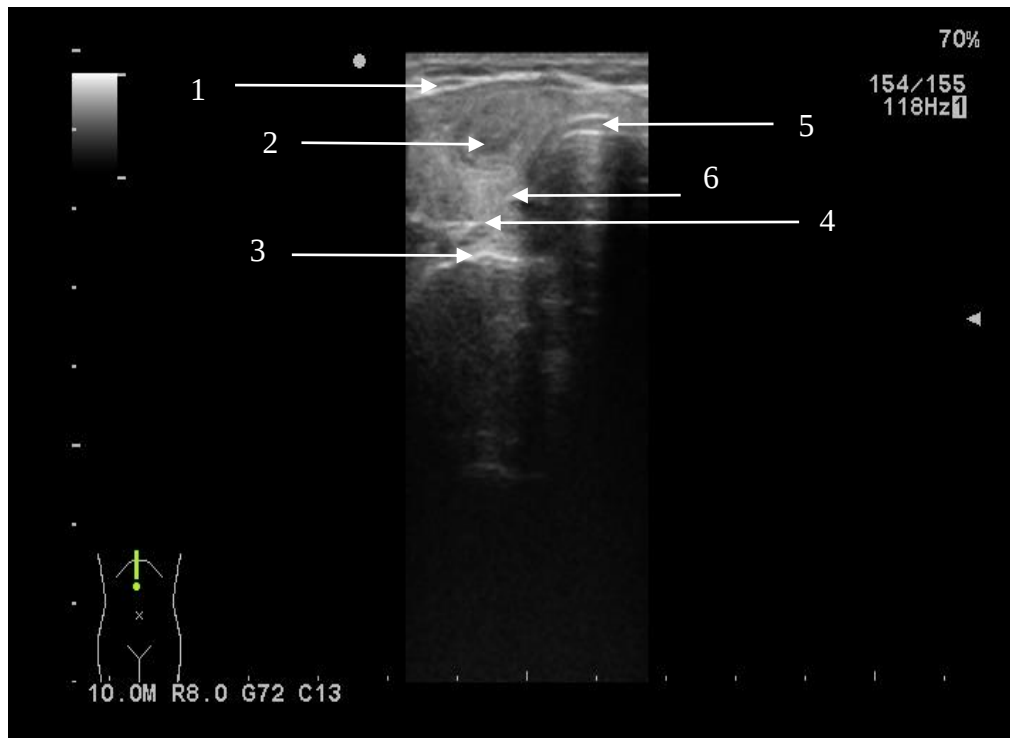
Ecografie transversală, centrată la nivelul lobului drept tiroidian pentru evaluarea unui nodul intraglandular*
